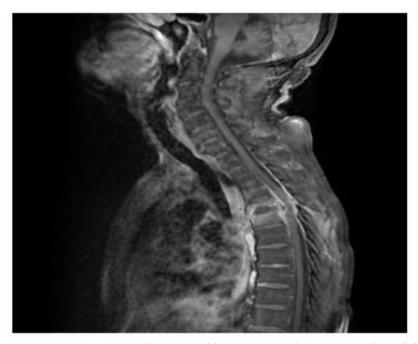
Image IRM en coupe sagittale, en pondération T1 après injection de gadolinium, montrant rehaussement vertébral hétérogène avec extension et prise de contraste épidural en regard.
